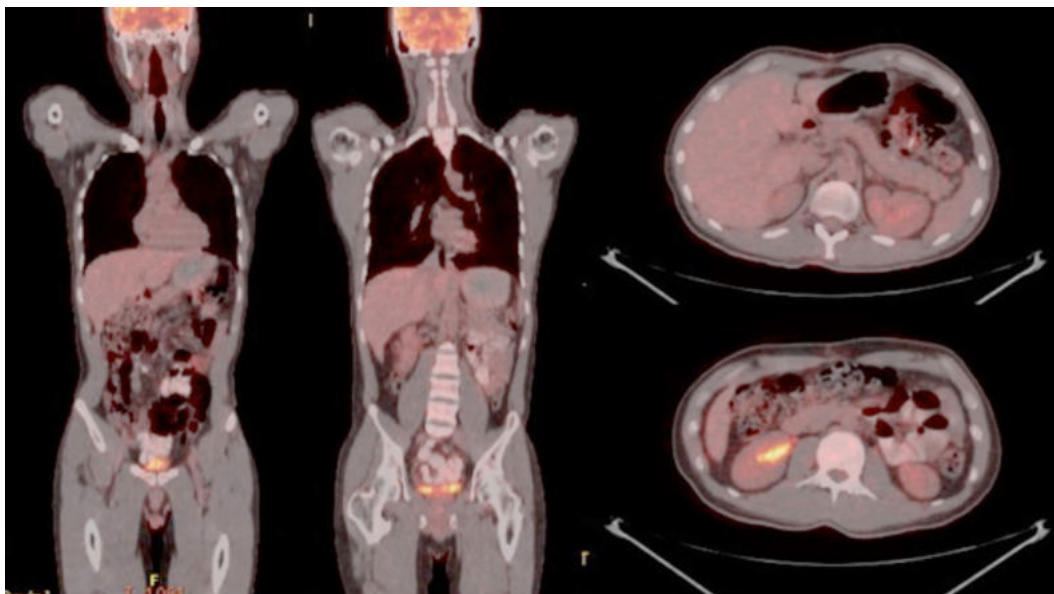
Tomografía por Emisión de Positrones, contraste 18FDG, cortes axiales y coronales; Alteración de grasa mesentérica en flanco izquierdo ID: etiología inflamatoria. ION SOLCA.
